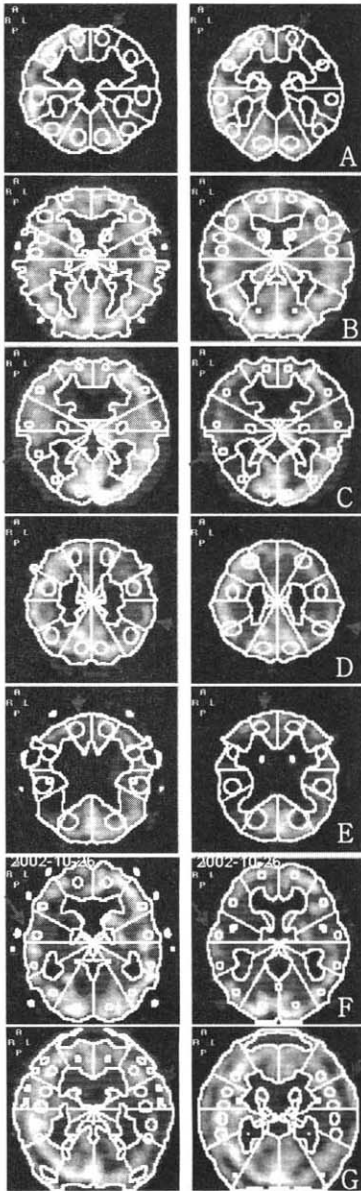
Examples of SPECT scans showing improvement after electroacupuncture.
